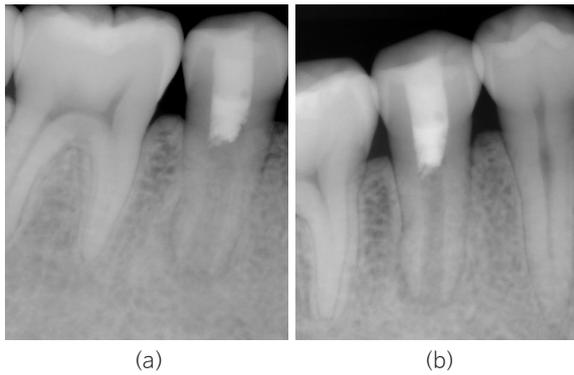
재생근관치료 후 치근단 방사선 사진
